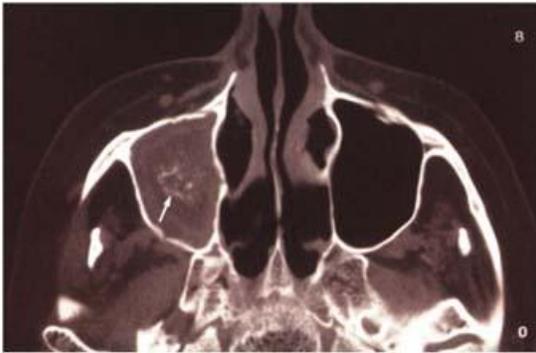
Tomografía computada que muestra una bola de hongos en el seno maxilar derecho.
